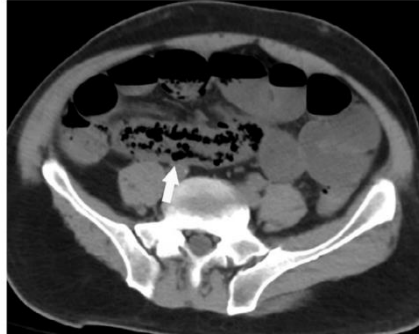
Imagen Izquierda: tomografía sin contraste con neumatosis quística intestinal.
